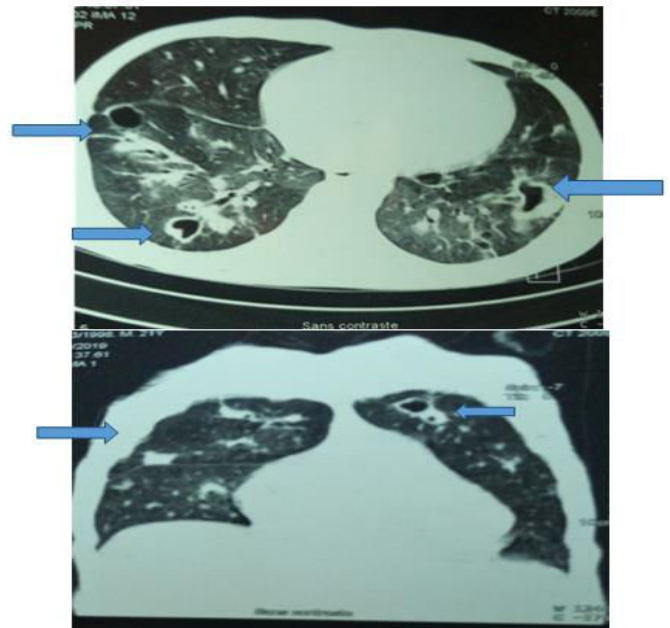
Deuxième TDM thoracique : aggravation des lésions pulmonaires caverneuses diffuses + lésions condensantes diffuses
